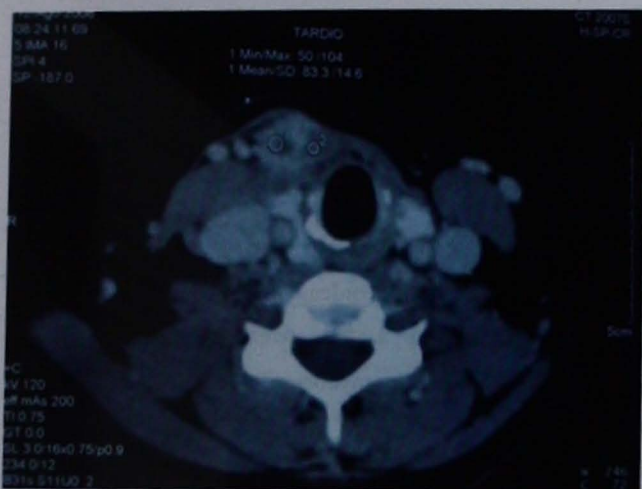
TC corte axial.
